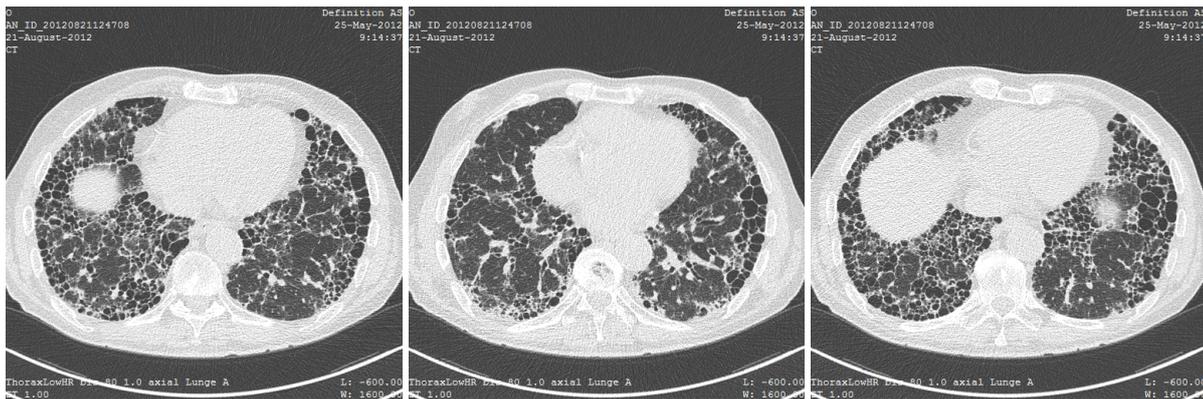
CT-Schnittbilder eines Fibrosepatienten im fortgeschrittenen Stadium
